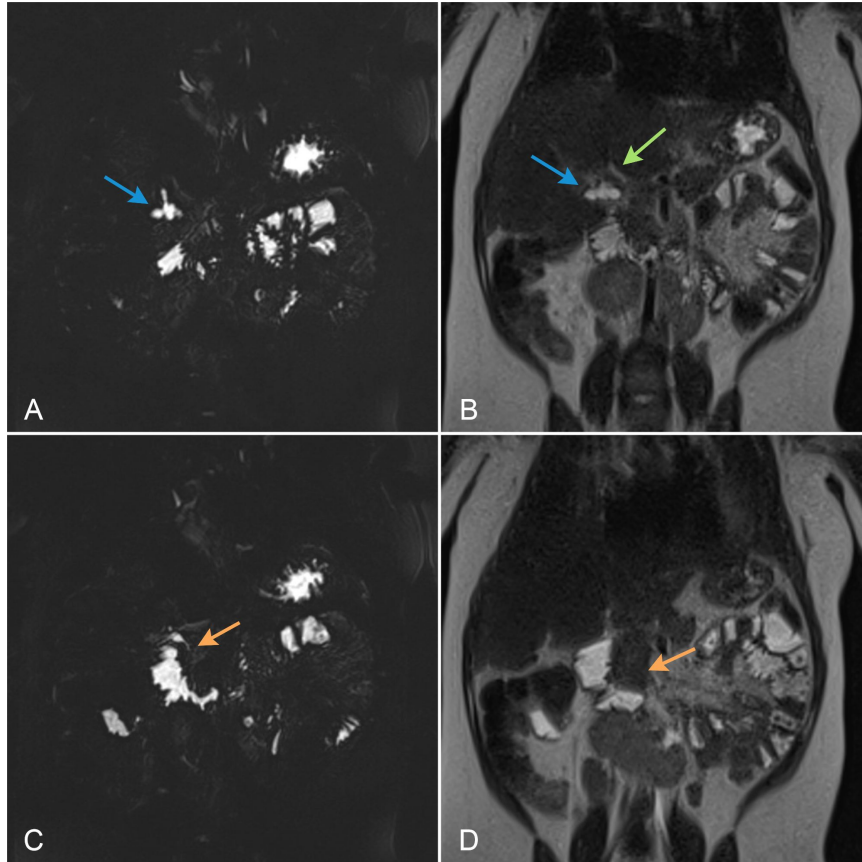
RMN de abdomen. Colangioresonancia coronales (A y C). T2 coronales (B y D). Imagen lobulada con intensidad líquida en continuidad con la vía biliar extrahepática (flechas azules), compatible con hipoplasia de la vesícula biliar. No se identifica la porción intrapancreática del colédoco (flechas naranja). Vía biliar extrahepática de calibre normal (flecha verde)
